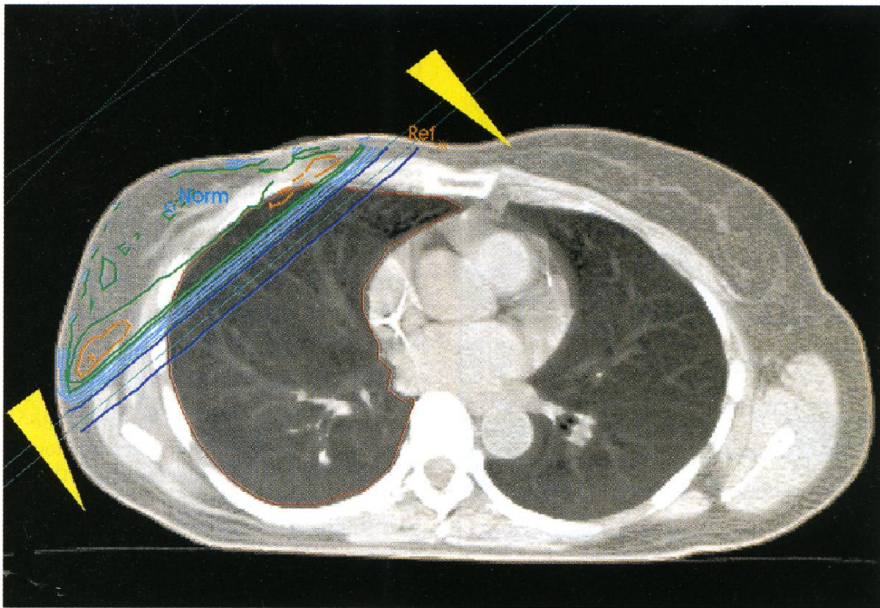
Beispiel einer Dosismodulation mit dynamischem Keilfilter beim Mammakarzinom. Darstellung aus einer CT-gestützten Planung der rechten Mamma mit tangentialen Gegenfeldern.
